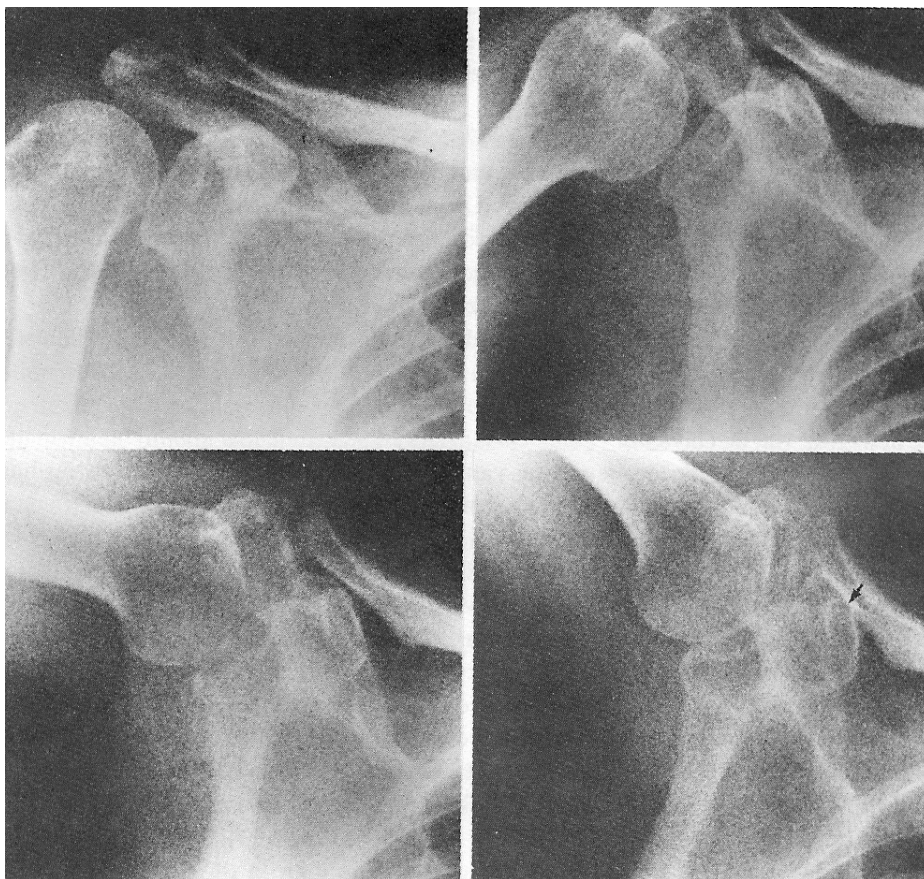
Röntgenfoto's overgenomen van een röntgenfilm.
